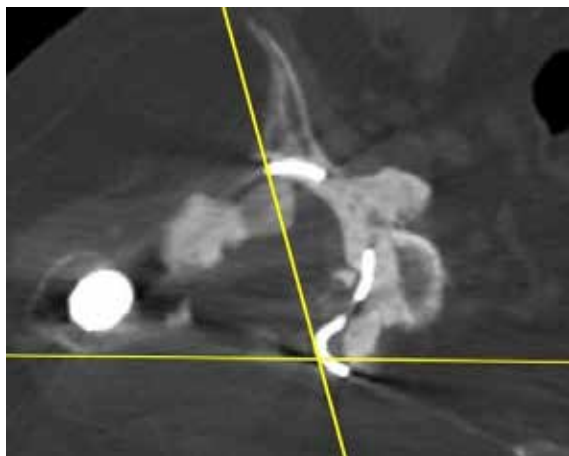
Аксиальный срез КТ таза. Горизонтальная линия соответствует плоскости проведенной по передним краям крестцовоподвздошных сочленений
